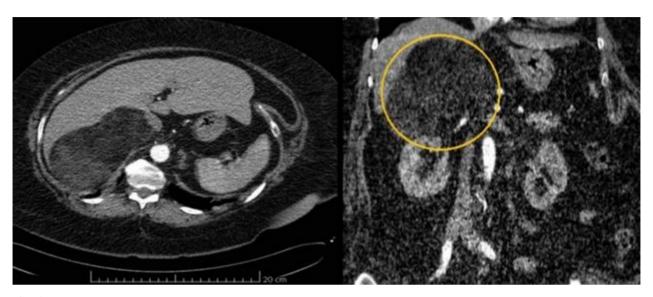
Vistas de la TAC contrastada del abdomen. Se aprecia que la lesión tenía alto contenido graso en su interior y que no realzó tras la administración del contraste.
